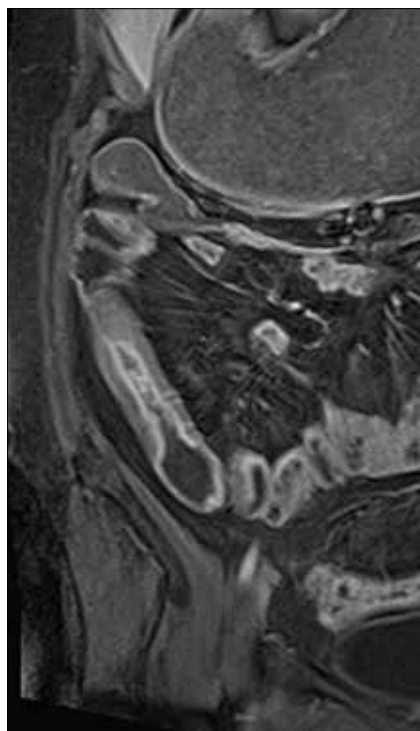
Sténose iléale terminale d'aspect inflammatoire en pondération T1 post-injection de Gadolinium en Entéro-IRM
